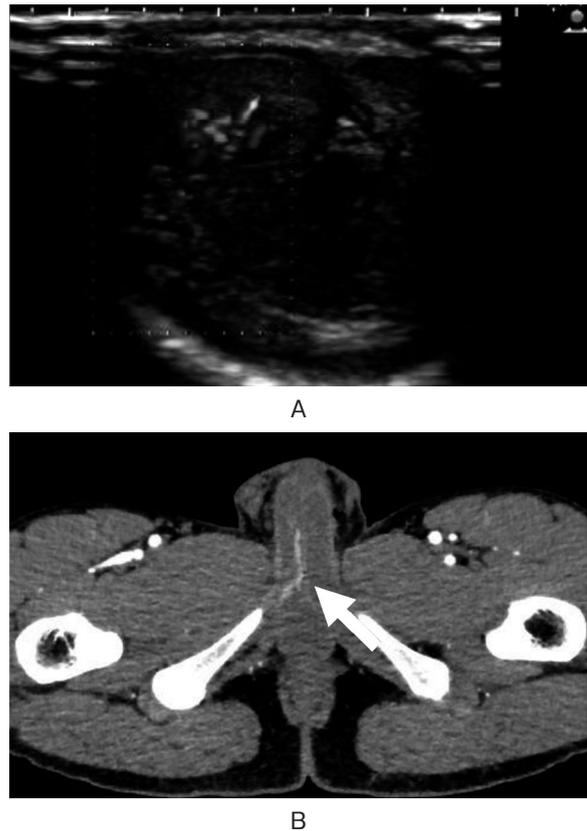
(A) Ultrasonogram showed turbulence in the right corpus cavernosum. (B) Pelvic contrast CT showed enhancement in the right corpus cavernosum (arrow).
